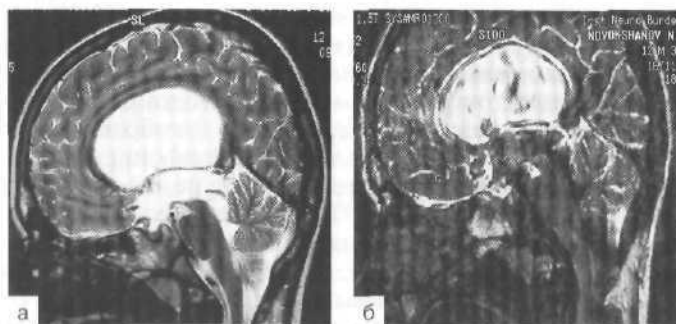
МРТ-исследование до (а) и через 6 мес после (б) эндоскопического бужирования водопровода.
